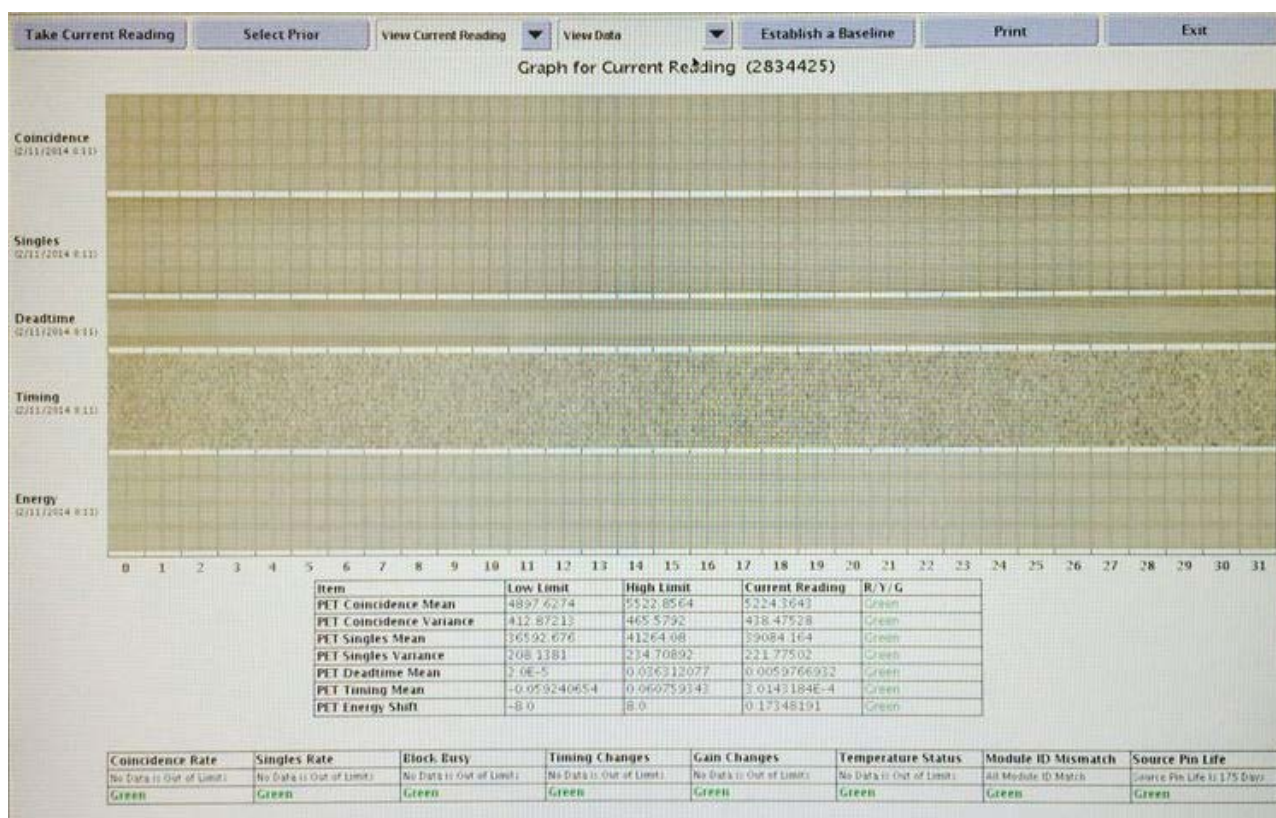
Imagem dos resultados apresentados no controle diário realizado no PET.
